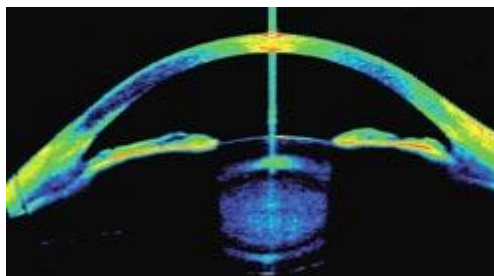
Imatge d'una secció (0-180°) d'una tomografia de Coherència Òptica del Segment Anterior. La línia vertical indica que la captura de la imatge ha estat centrada a l'àpex corneal. Els colors càlids indiquen una alta reflectivitat i els colors grisos indiquen una reflectivitat baixa.
